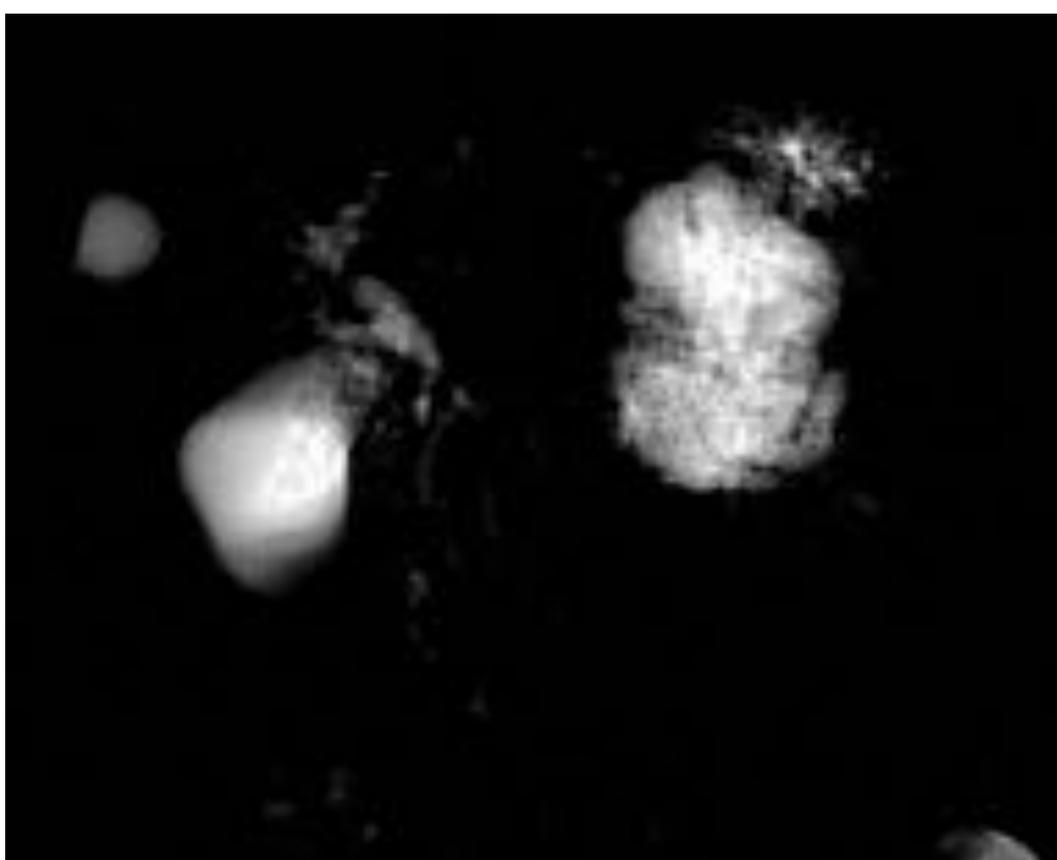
Imagen de una colangiopancreatografía por RM en la que observamos que el CSM no se comunica con el sistema ductal.
